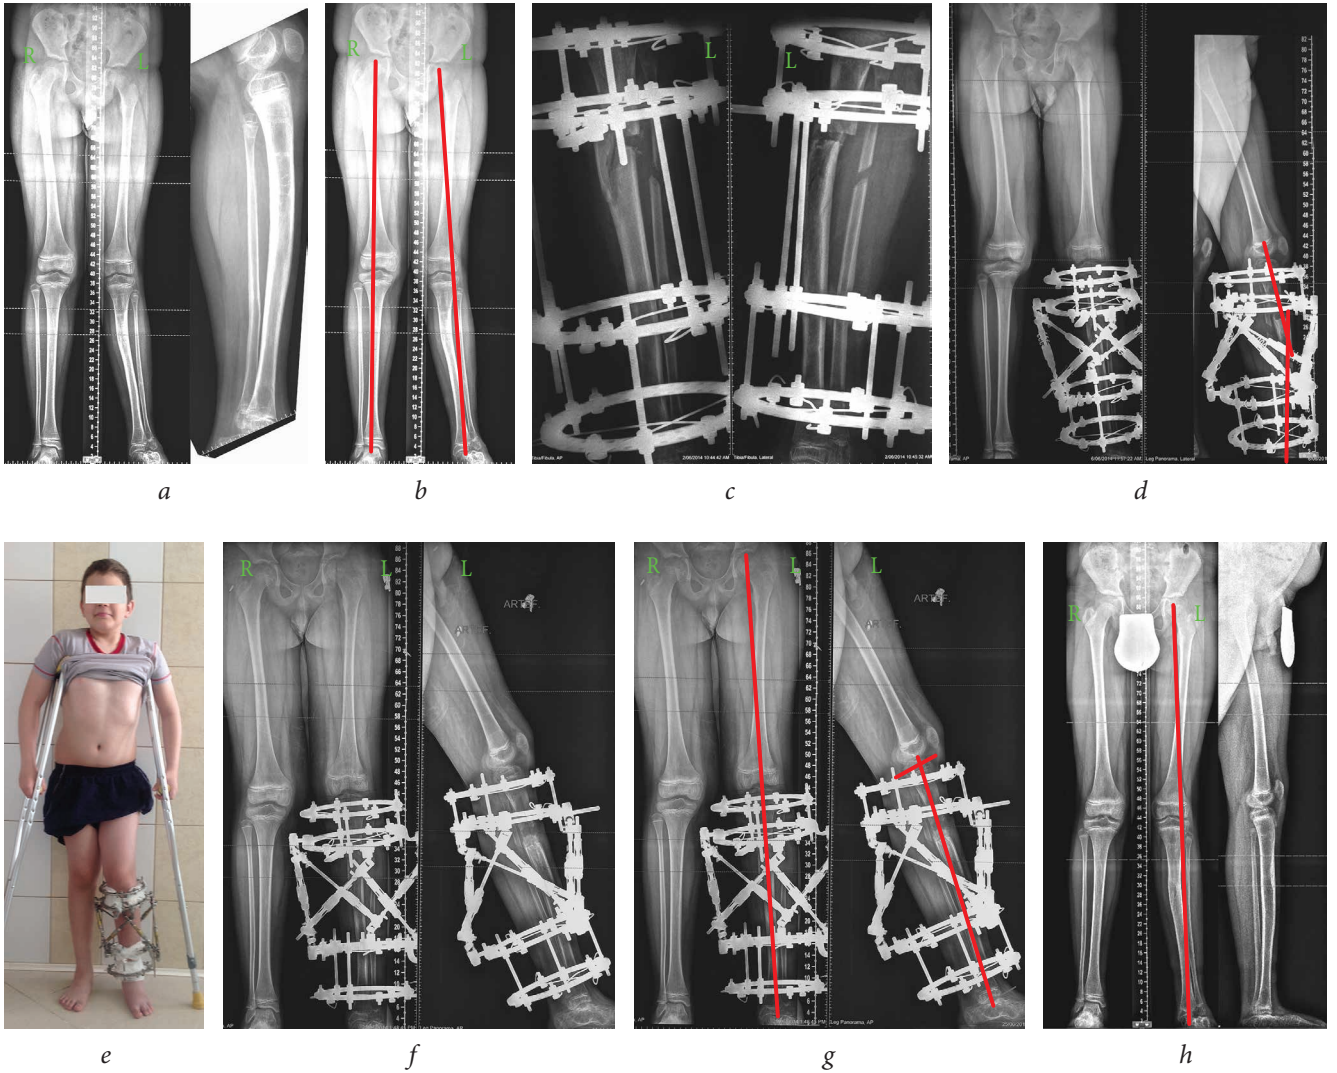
患者 R. 在治疗第一阶段: *a-b* - 术前下肢全景 X 光片 (绘制了下肢的一般机械轴); *c* - 术后 X 光片; *d* - 畸形矫正前全景 X 光片 (安装了 Ortho-SUV 元件); *e* - 患者矫正畸形过程中的 X 光片; *f* - 畸形矫正后患者的全景 X 光片; *g* - 矫正畸形后患者的全景 X 光片 (直接在 X 光片上绘制了机械轴, 在横轴上绘制了解剖轴); *h* - EFD 拆除 3 个月后患者的全景 X 光片 (畸形外翻部分复发)。
